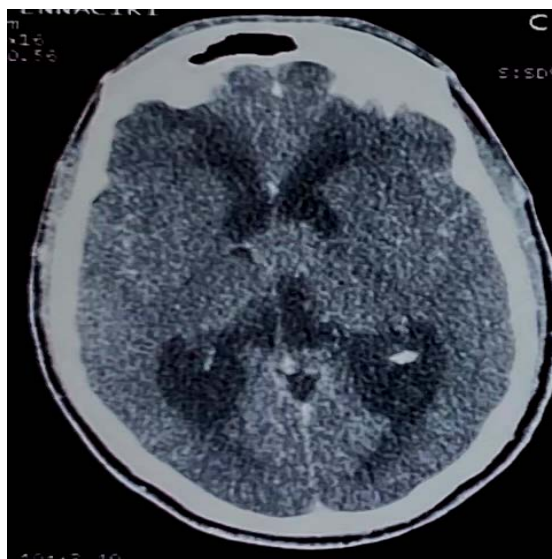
TDM cérébrale du patient numéro 2, coupe axiale qui montre une formation arrondie, assez bien limitée, de densité tissulaire avec une dilatation biventriculaire active.
